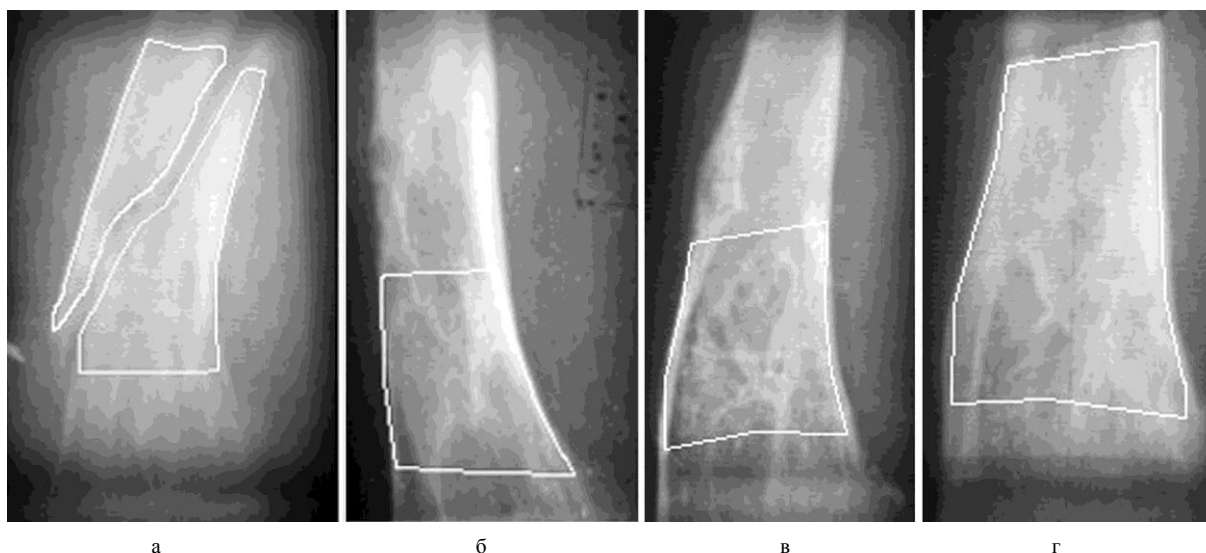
Рентгенограммы правого бедра (обозначены границы исследованных участков): а – после перелома, б – через 0,5 года, в – через 5 лет, г – через 15 лет после перелома.
